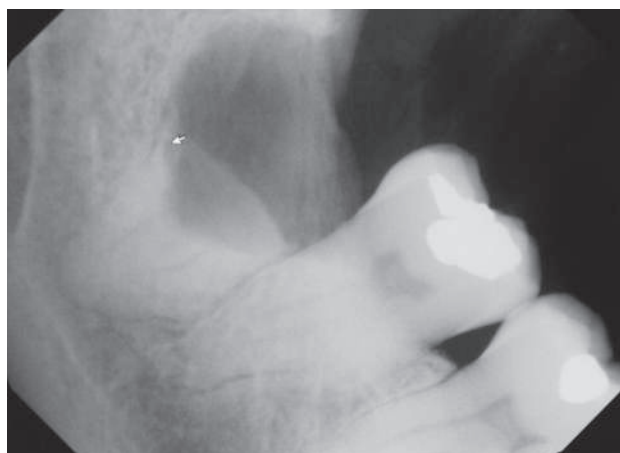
Рентгенограмма верхушки 32-го зуба после коронэктомии. Обратите внимание, что клиническая коронка была удалена сепарацией ниже шейечной линии зуба, чтобы не осталось эмали и корни начинались на 3–4 мм ниже края кости
